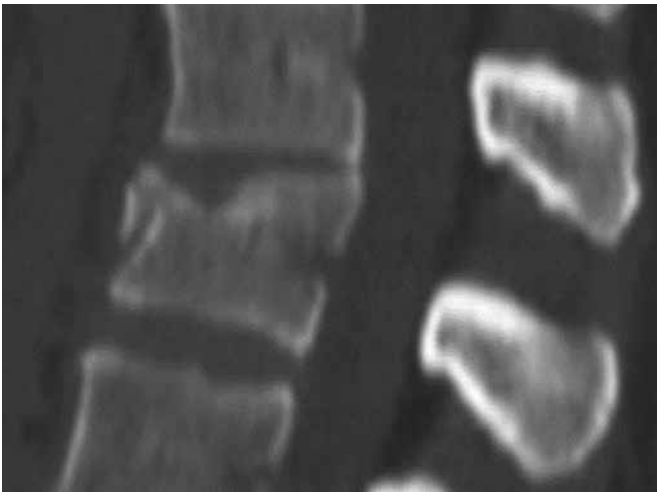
Fractura A.1.2. Imagen sagital de TC que muestra fractura en cuña cuya depresión hace un ángulo mayor de 5 grados con la horizontal.
